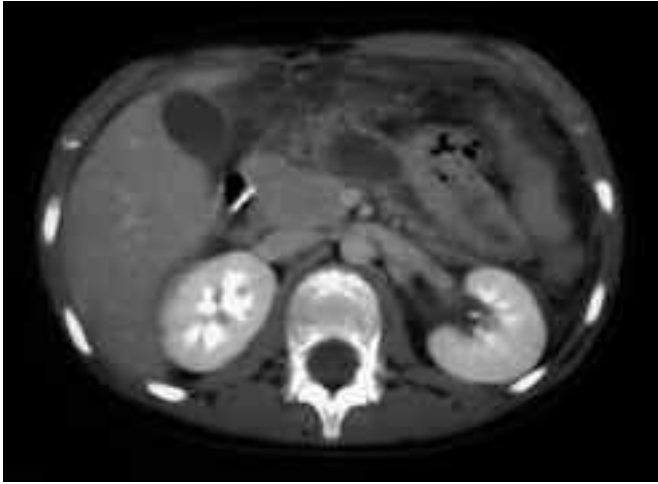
Tomografía axial computarizada de abdomen: pseudoquiste pancreático de 3,5 x 2 cm, a nivel del cuerpo pancreático que comunica con el ducto pancreático. Lesión secundaria a pancreatitis por contusión abdominal cerrada producida doce días antes.
